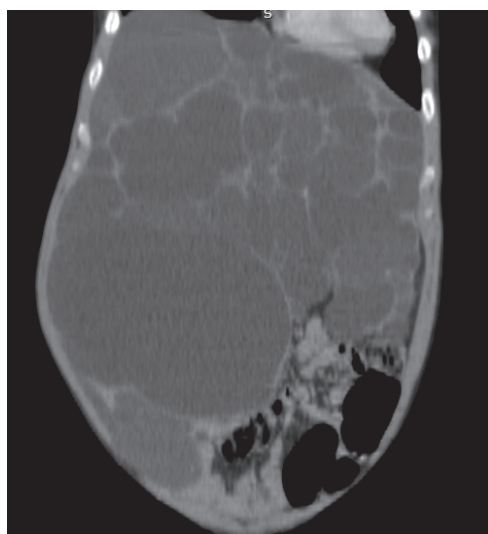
TC – vista coronal
